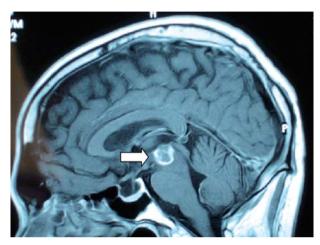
Corte sagital de resonancia magnética en modo T1 mostrando la lesión metastásica adyacente al III ventrículo cerebral.
